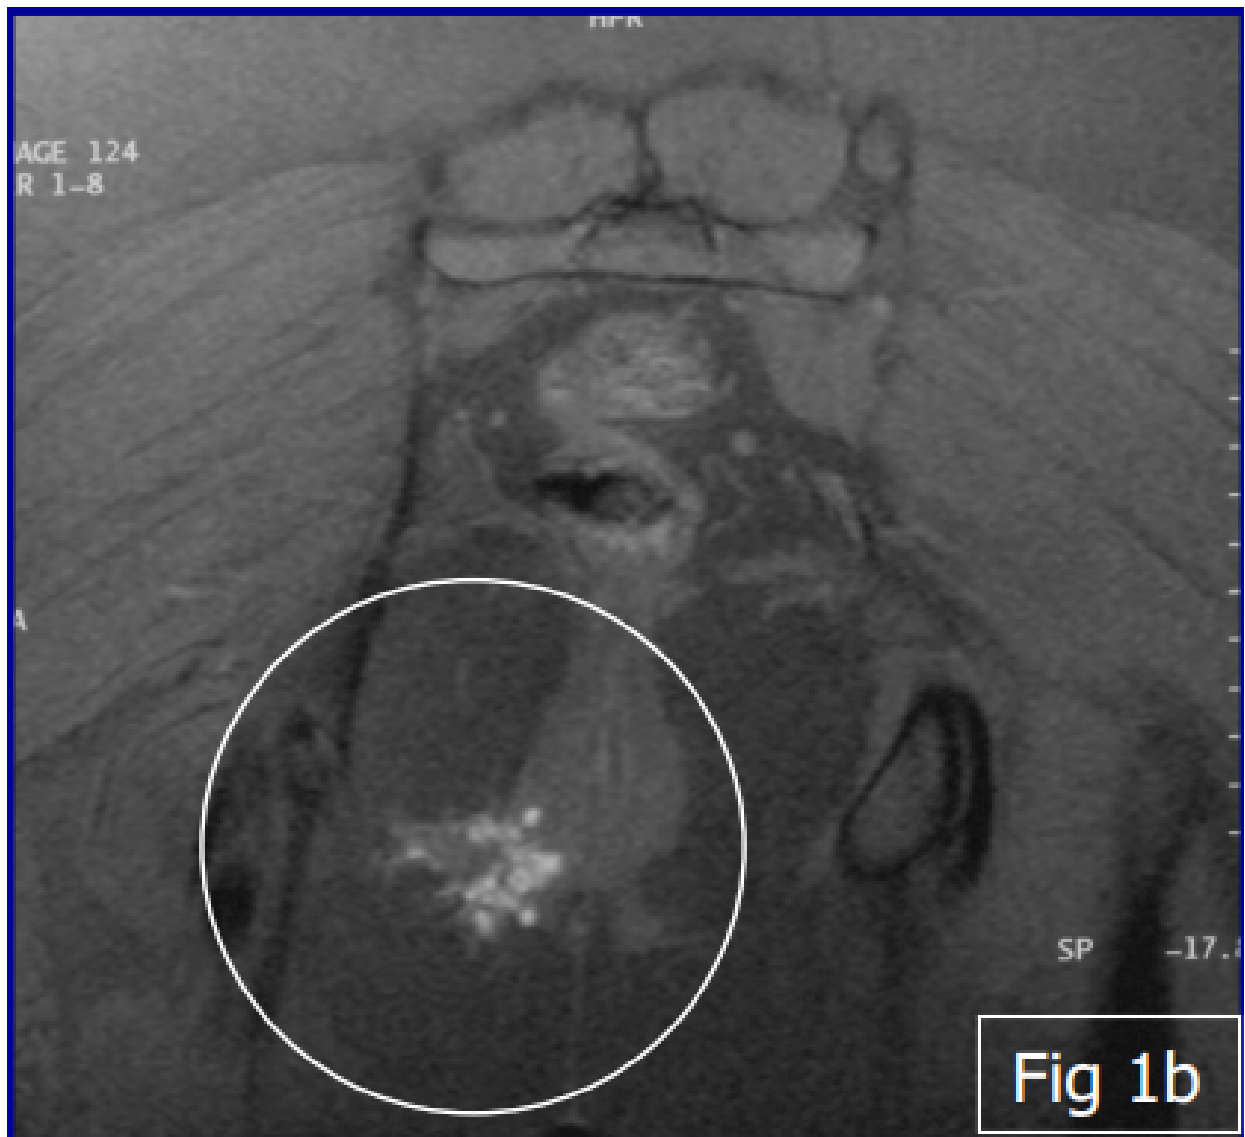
IRM, coupes frontales en pondération T1 avant et après saturation de la graisse. « Spots » en hypersignal au sein d'une infiltration stellaire de la graisse périnéale droite et correspondant à la cicatrice d'épisiotomie.[118]
